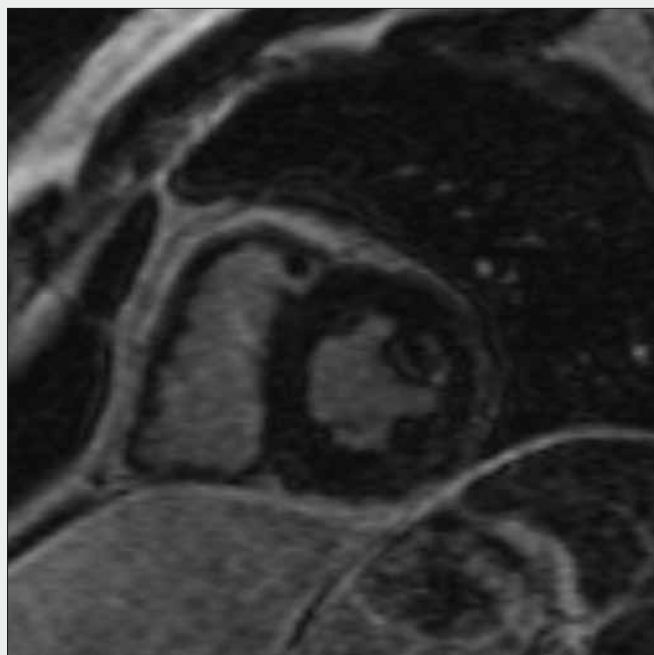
Acute MRI with large LGE of left chamber lateral wall in four-chamber longitudinal projection (A) and short-axis (B). Intensity measurement performed using 3 ROIs (C) and extent measurement (D).
